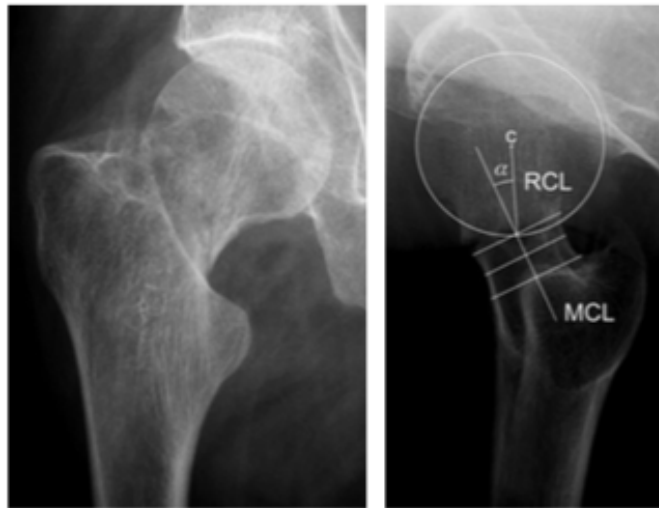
Preoperative anterior-posterior and lateral radiographs of a 60-year-old male patient who sustained a Garden I–II femoral neck fracture. The posterior tilt is measured as the angle (α) between the mid-collum line (MCL) and the radius collum line (RCL), which is drawn from the center (c) of the caput circle to the crossing of the caput circle and the mid-collum line.
